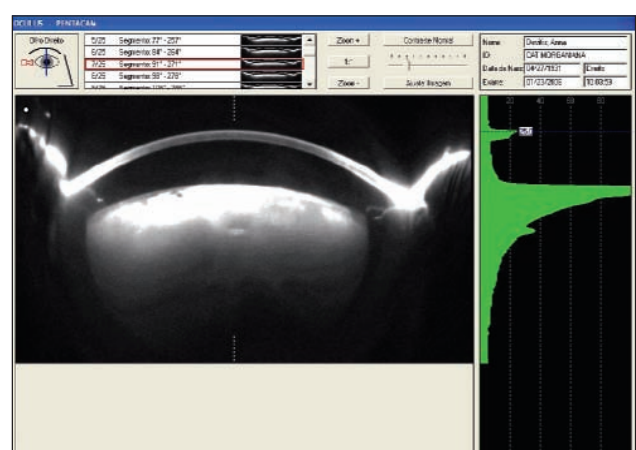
Tomografia do segmento anterior em CBN morganiana
